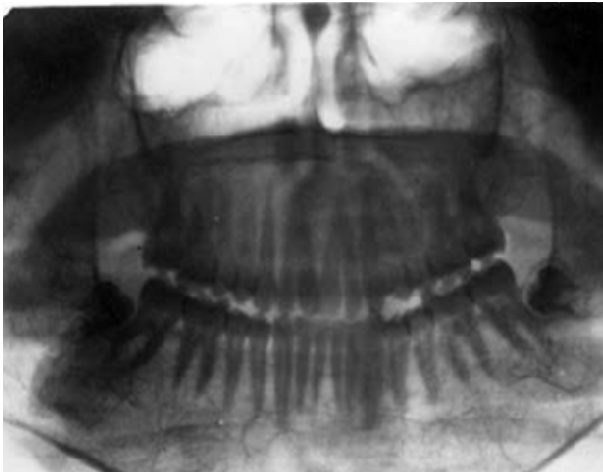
Ортопантомограмма пациента с β -талассемией с остеопорозом.
